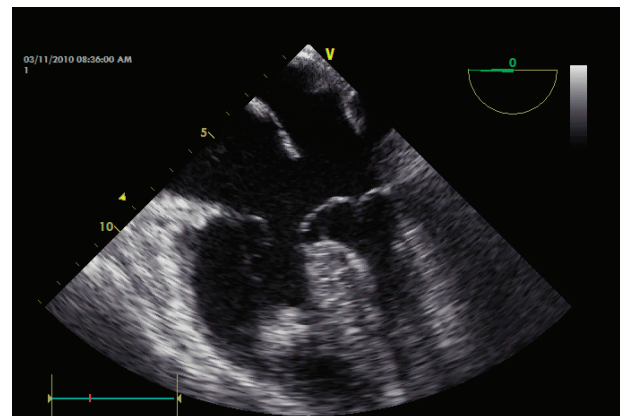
Ecocardiograma intraoperatorio de un canal A-V parcial.
